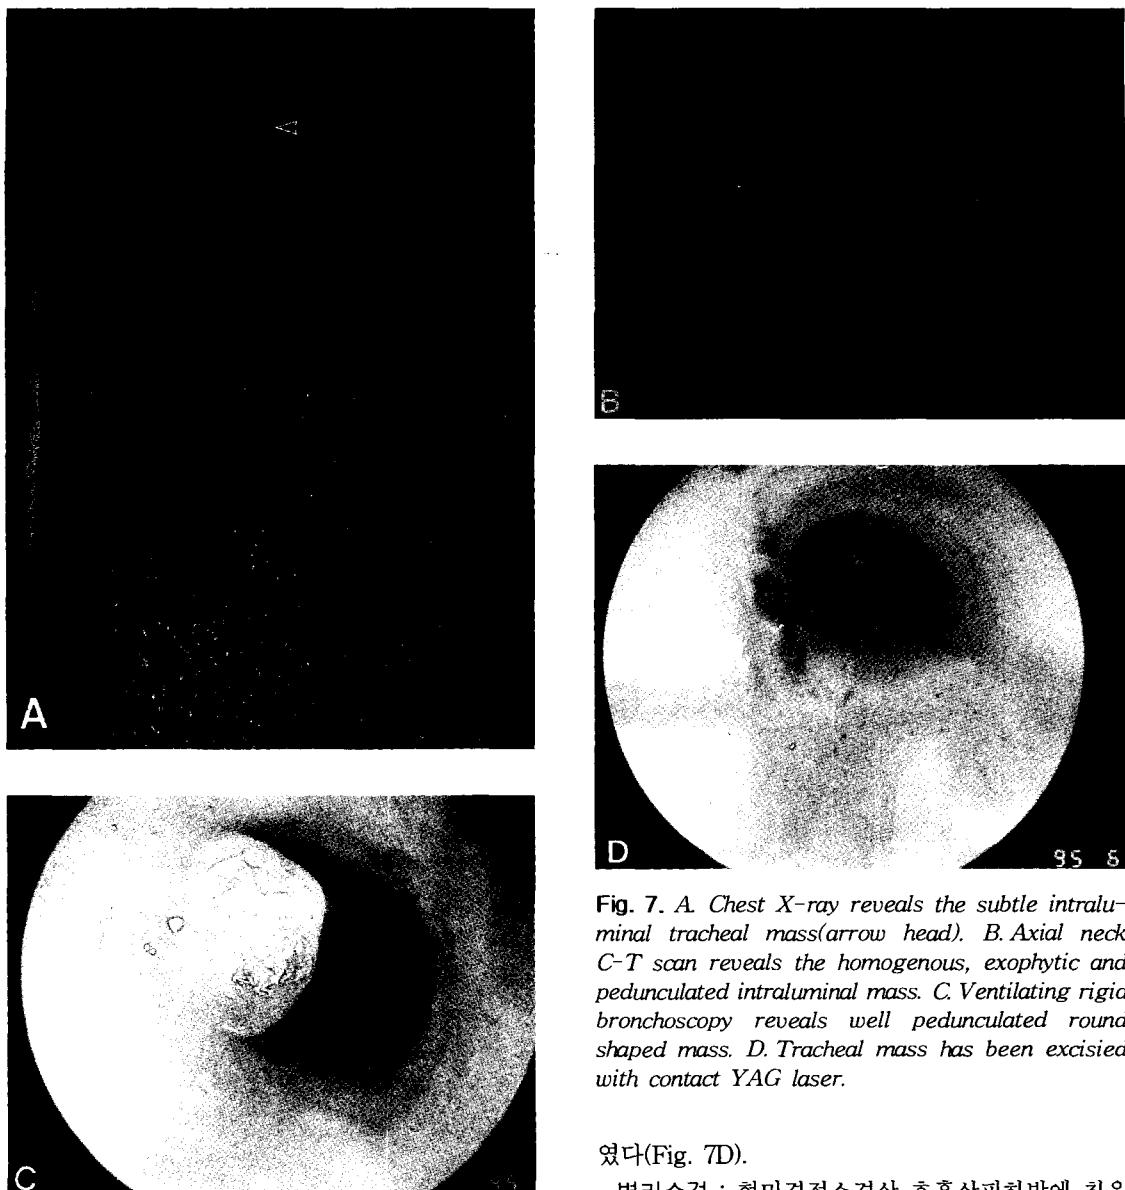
A. Chest X-ray reveals the subtle intraluminal tracheal mass(arrow head). B. Axial neck C-T scan reveals the homogenous, exophytic and pedunculated intraluminal mass. C. Ventilating rigid bronchoscopy reveals well pedunculated round shaped mass. D. Tracheal mass has been excised with contact YAG laser.
